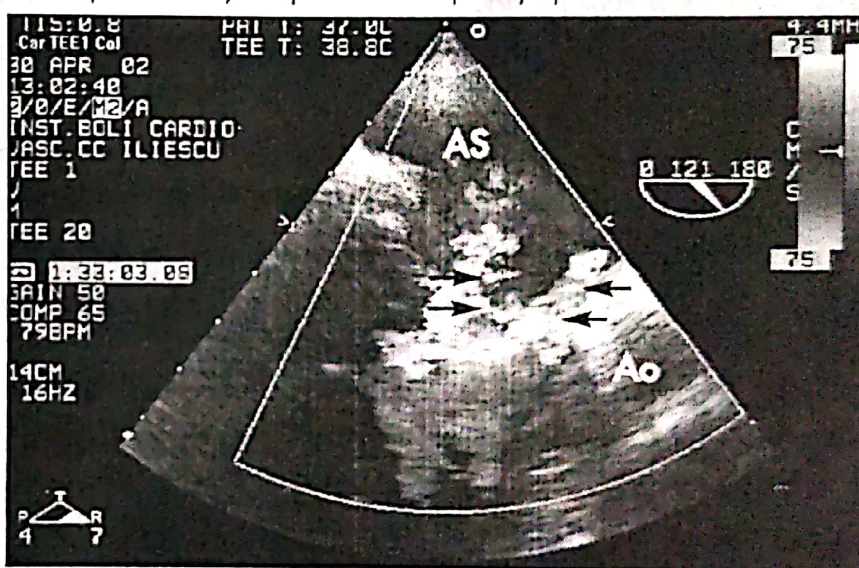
Ecografie transesofagiană: pe fața atrială a valvei mitrale anterioare se vizualizează ecouri cu mobilitate proprie (săgeată).
